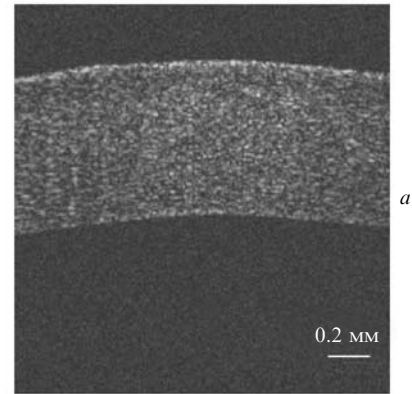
Типичная ОКТ-томограмма (а) и соответствующий одномерный сигнал ОКТ (б), полученные от роговицы глаза.
